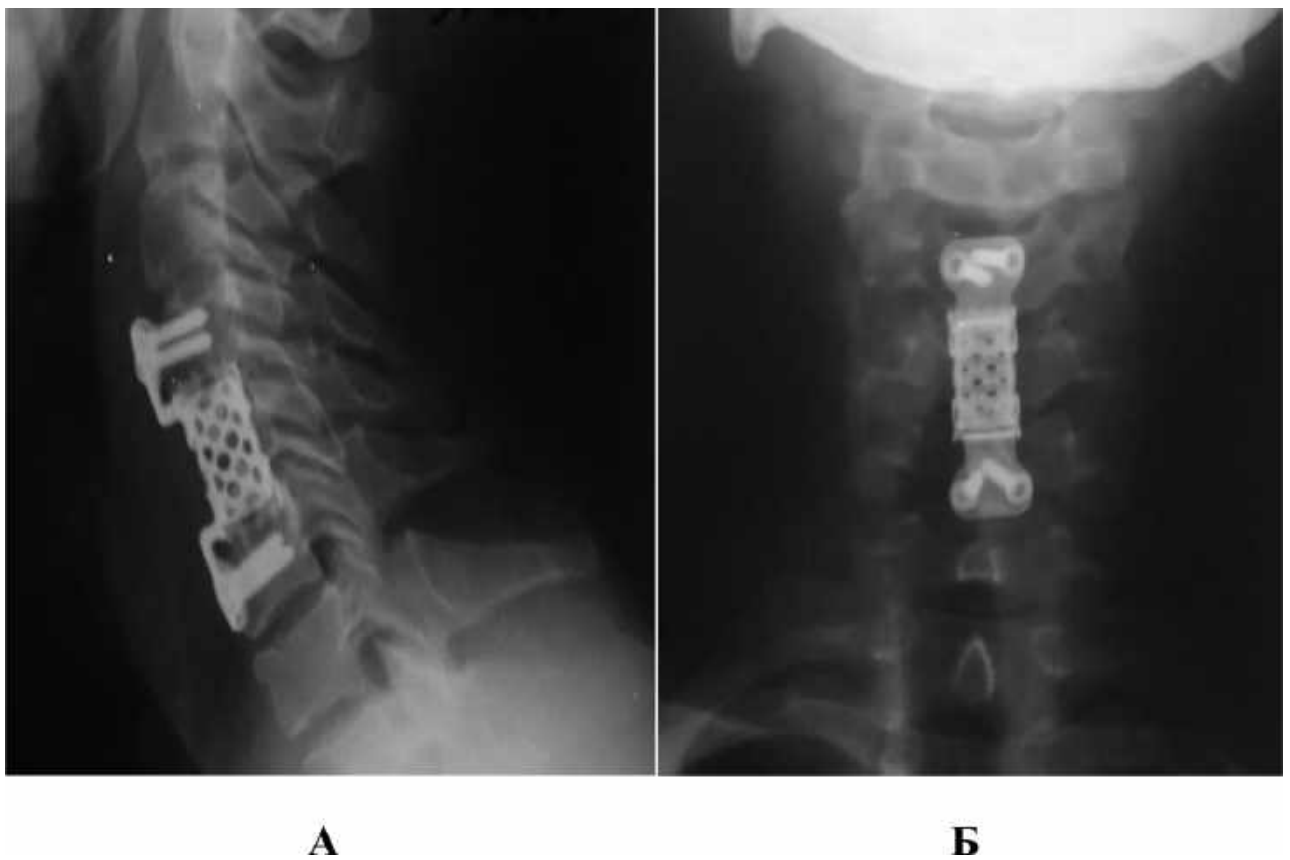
Фоторентгенограми пацієнта К-ова через 6 місяців після операції. А – бічна проекція, Б – передньо-задня проекція.
